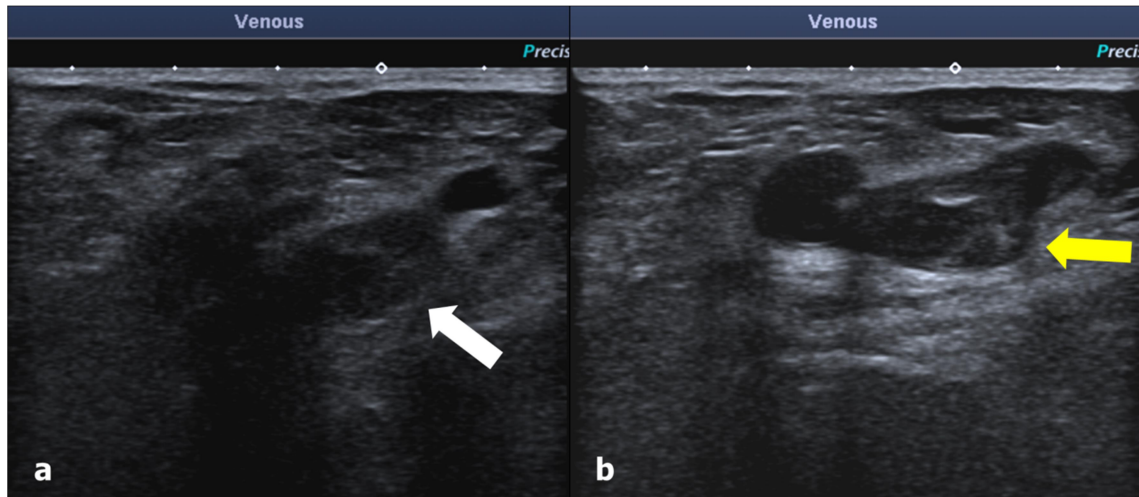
Trombosis de la vena femoral superficial. Ecografía Doppler. (a) Se observa contenido ecogénico en el interior de la vena femoral superficial (flecha blanca). (b) Con la maniobra de compresión, no se produce colapso de la luz (flecha amarilla).
